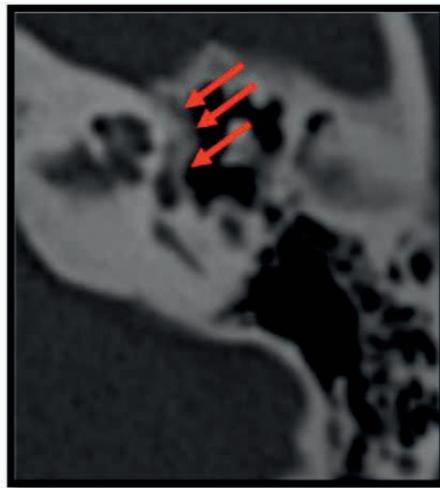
Imagens axiais de uma Tomografia Computadorizada dos ossos temporais evidenciando otosclerose grau 3 em uma paciente de 35 anos, notando-se importante redução da densidade óssea habitual na fissula ante fenestram (seta vermelha). Houve concordância na classificação por ambos os neurorradiologistas.
